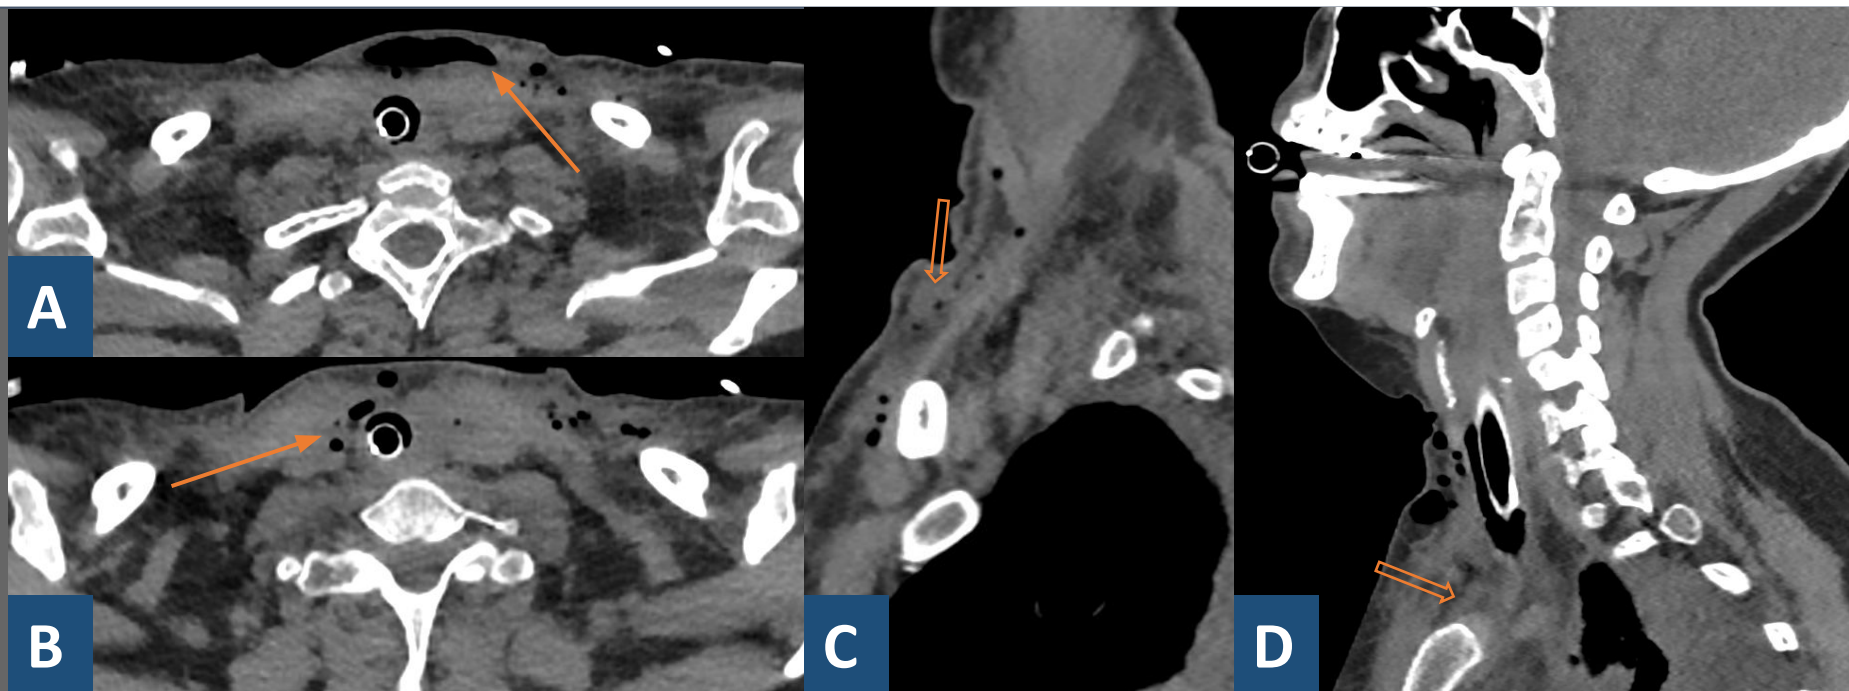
Las imágenes muestran cortes axiales (A,B) y sagitales (C, D) de un TC de cuello con contraste en fase venosa de un paciente con importante dolor y edematización cervical, donde observamos colecciones líquidas con burbujas de gas de morfología anfractuosa y realce de pared (*flecha*) que se extienden por el espacio visceral del cuello alcanzando el mediastino superior (*flecha hueca*).
